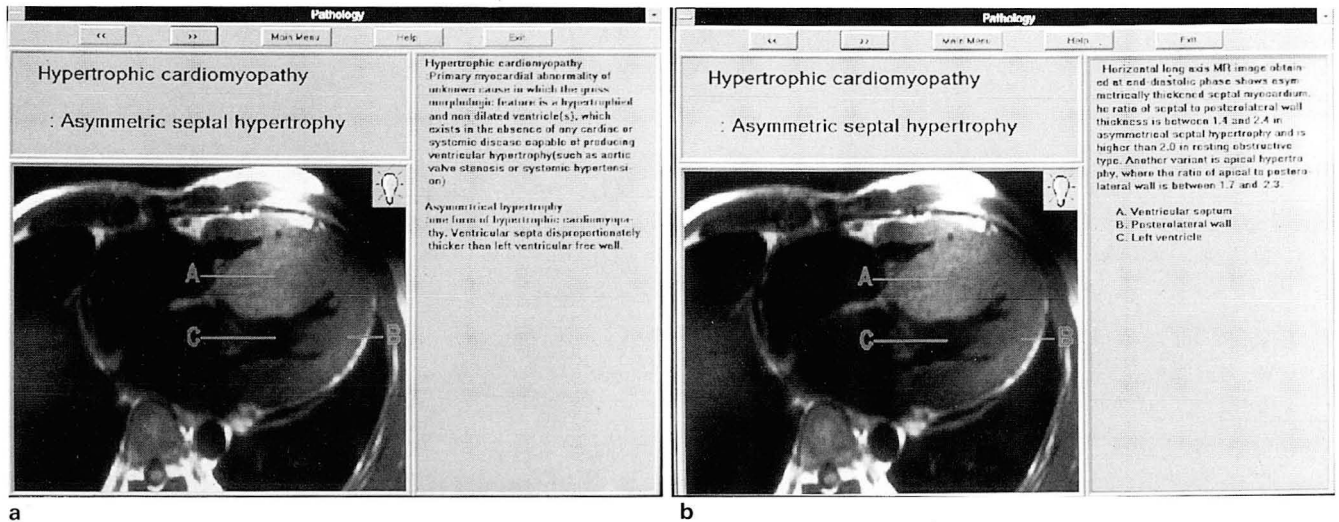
a. An example of a typical pathology screen. Spin echo T1 weighted horizontal long axis MR image shows characteristic finding of a case of hypertrophic cardiomyopathy with definition and brief summary about the disease.
